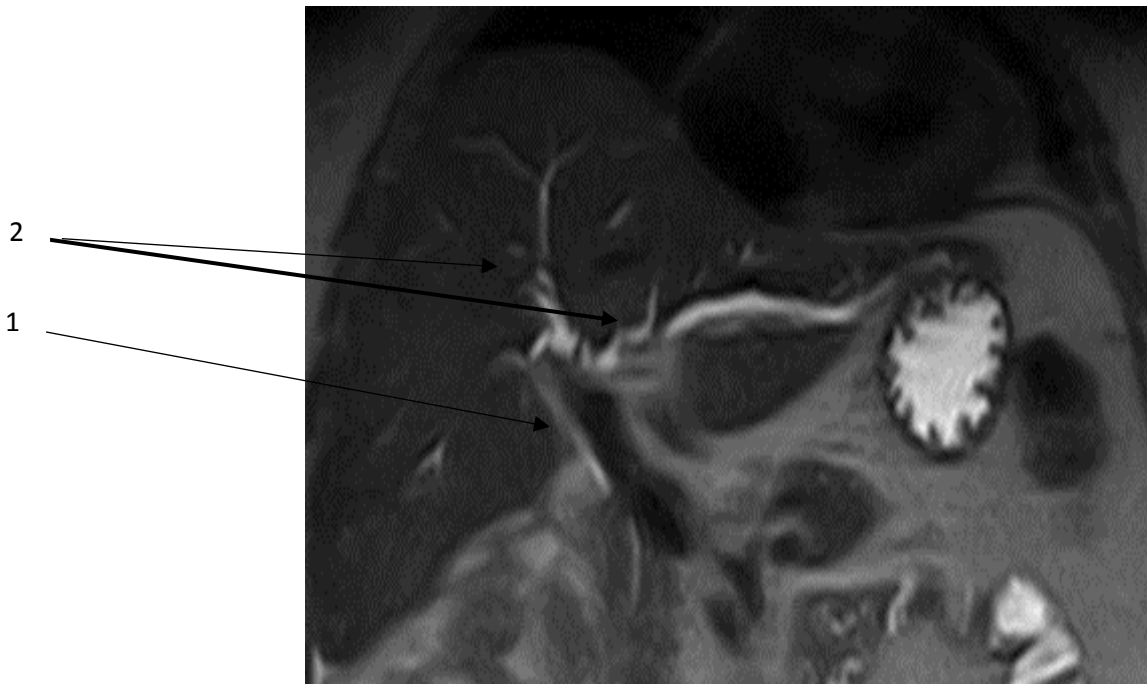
МРТ – холангиография больной К., 58 лет.
